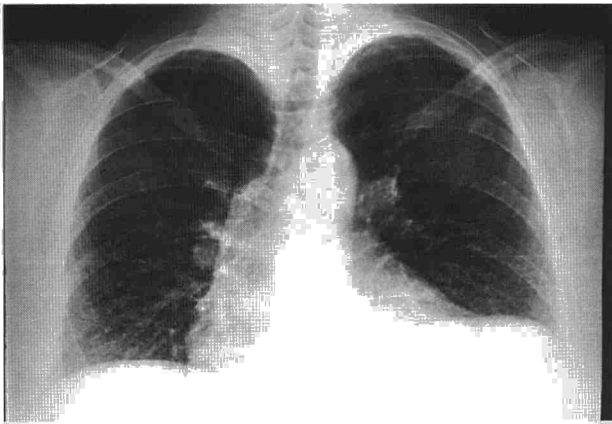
Radiografía del tórax en la que se observa un patrón difuso reticular y un posible derrame pleural izquierdo subpulmonar.
